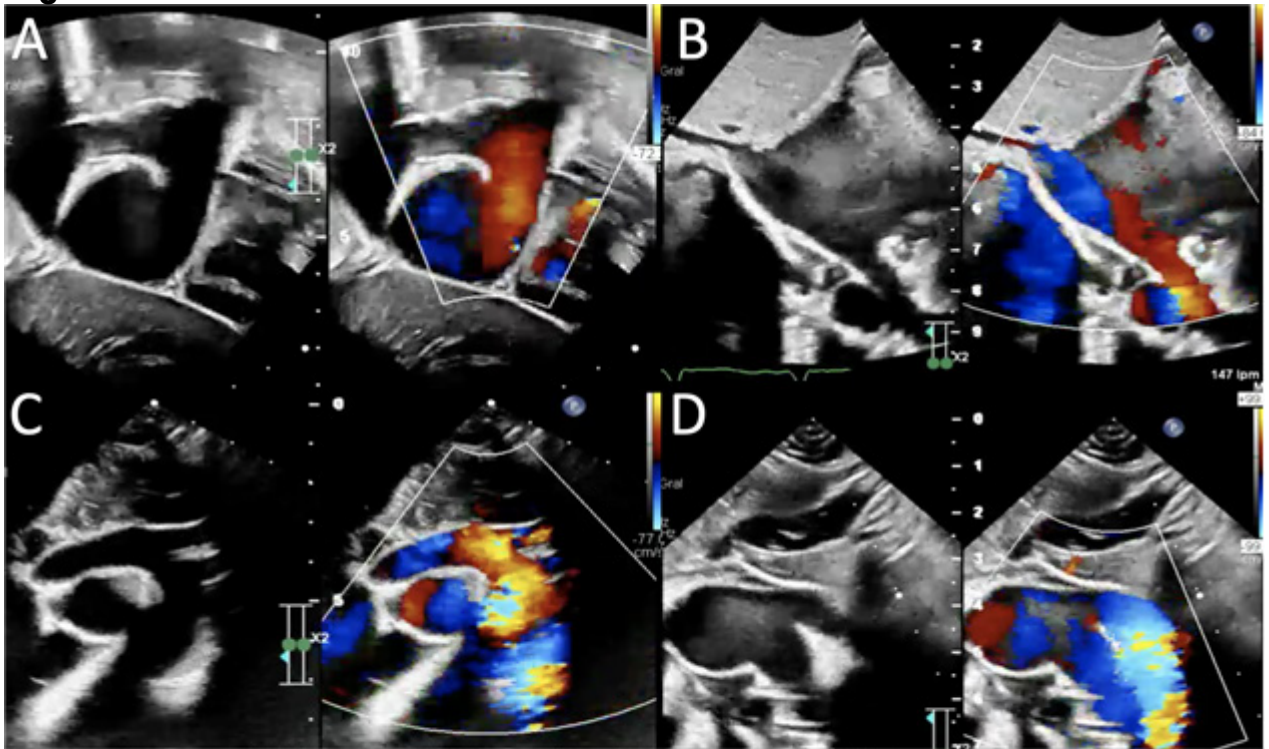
Ecocardiograma transtorácico (2D y Doppler color) – CATVP supracardiaca con fisiología restrictiva interauricular. (A) Vista supraesternal: retorno venoso pulmonar a vena vertical con flujo laminar (sin datos de obstrucción significativa). (B) Vista apical de 4 cámaras: dilatación marcada de cavidades derechas y cavidades izquierdas pequeñas; Doppler color sin evidencia de cortocircuito interauricular (septum íntegro/foramen oval mínimo). (C) Vista ductal: conducto arterioso persistente amplio con cortocircuito predominantemente derecha-izquierda y flujo retrógrado en arco aórtico hacia vasos supraaórticos. (D) Corte de ventrículos: septum interventricular íntegro y ventrículo derecho dilatado.
